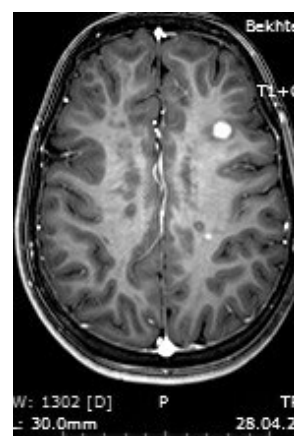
МР-томограмма пациентки Д., 13 лет. Диагноз: рассеянный склероз, рецидивирующе-ремиттирующее течение. Хроническая сочетанная герпесвирусная инфекция (вирус герпеса 6-го типа + вирус Эпштейна–Барр).
